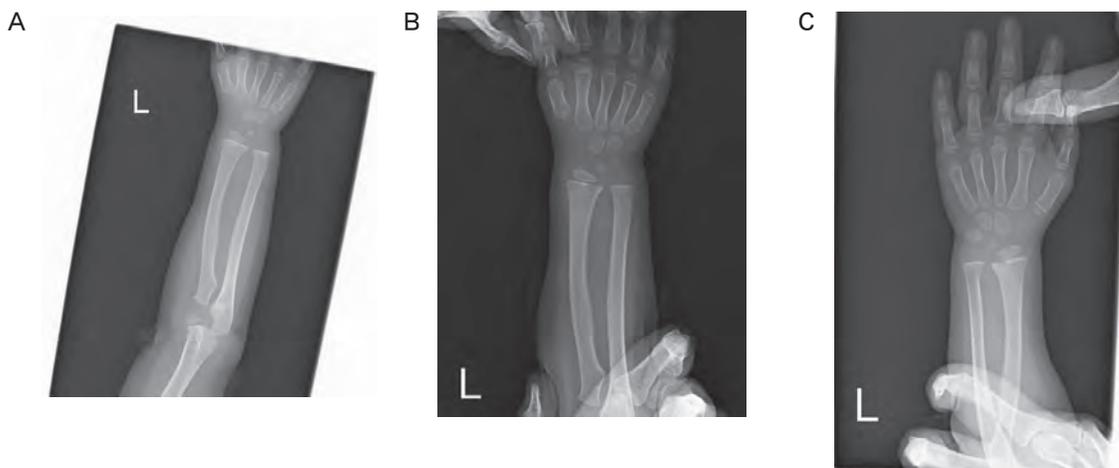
左前腕部X線画像 (3病日、20病日、34病日)
